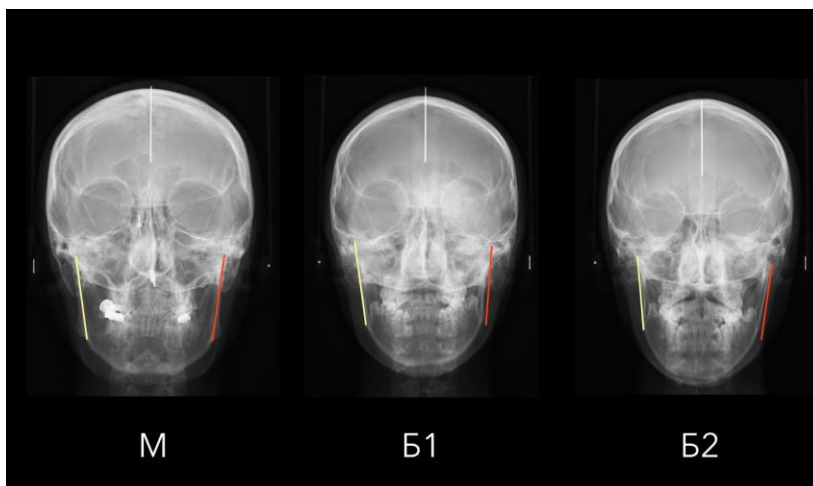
Антропометрические параметры матери и ее дочерей по данным телерентгенографии (ТРГ) в прямой проекции
